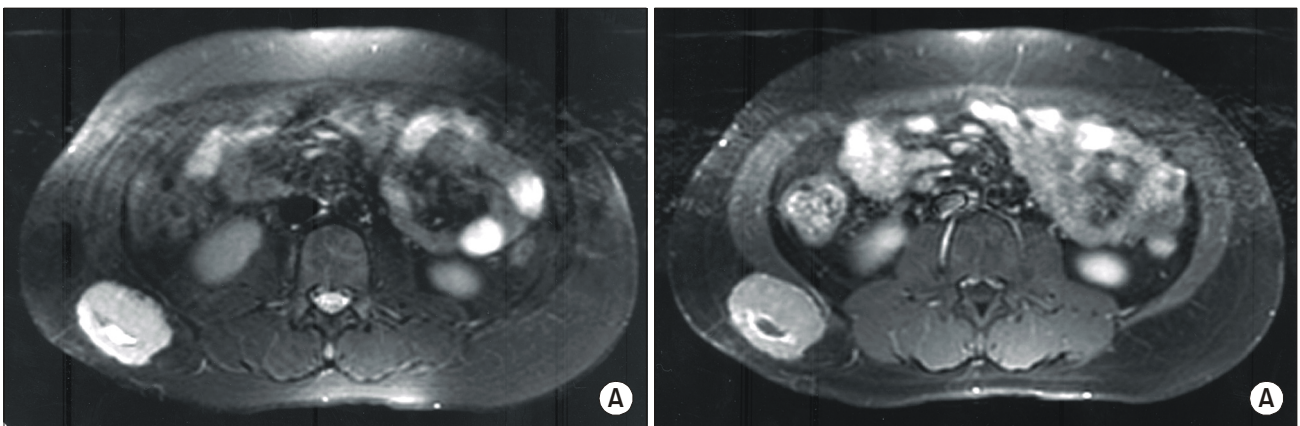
MRI findings of ASPS. A: Fat suppressed T2-weighted image shows a well demarcated mass with high signal intensity under the subcutaneous layer, abutting the musculature of the right flank. B: Contrast enhanced, fat suppressed T1 weighted image shows strong enhancement with central necrotic foci.
